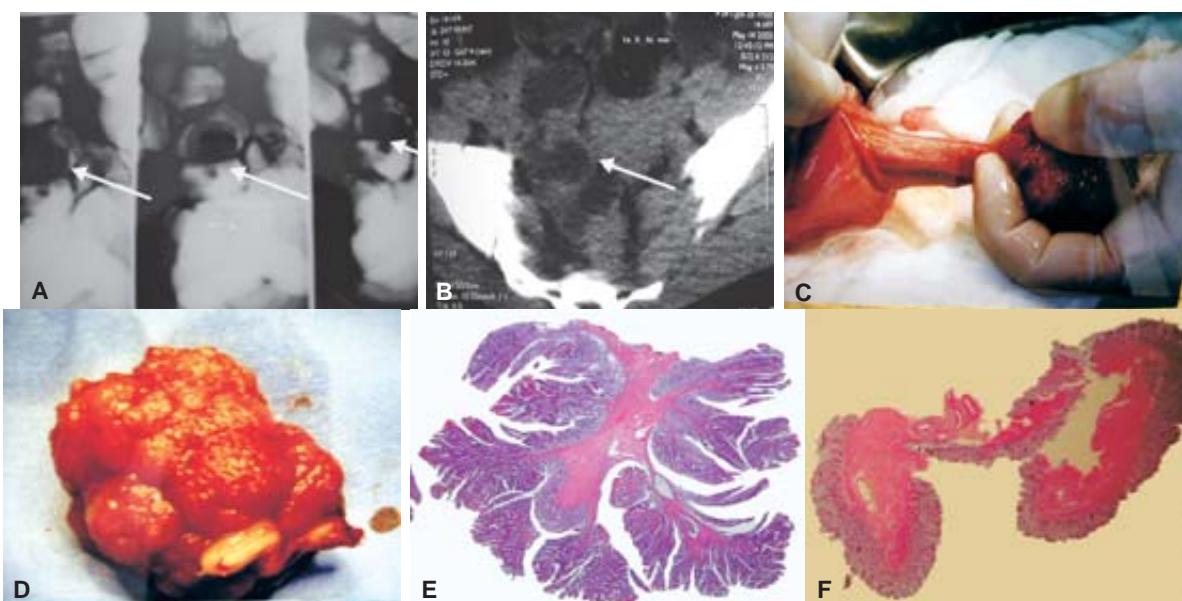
Tumor pólico veloso. A) Estudio de colon por enema, que muestra defecto de llenado, redondeado a nivel del rectosigmoides. B) TC donde se observa la lesión intraluminal, hipodensa, redondeada, con presencia de un pedículo de base amplia. C, D) Imágenes de la pieza macroscópica durante la cirugía, que muestra la nodularidad (frondas) que corresponden a las vellosidades del tumor. E, F) Estudio histopatológico que muestra las imágenes arborizantes de las frondas o vellosidades, alto contenido citoplasmático.
